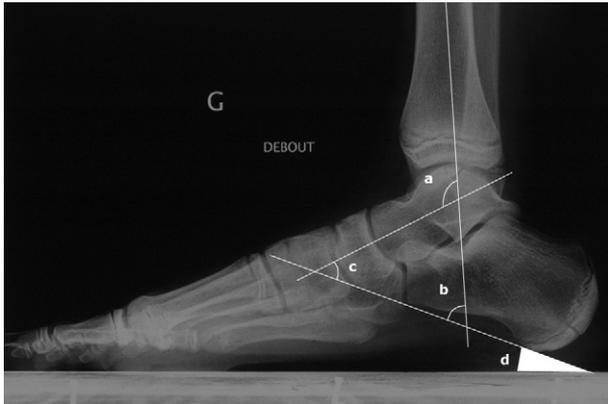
Évaluation de l'articulation talocrurale et de l'arrière-pied sur la radiographie de profil du pied en charge. a. Angle tibiotalien. b. Angle tibio-calcanéen. c. Divergence talocalcanéenne. d. Incidence du calcaneus.
